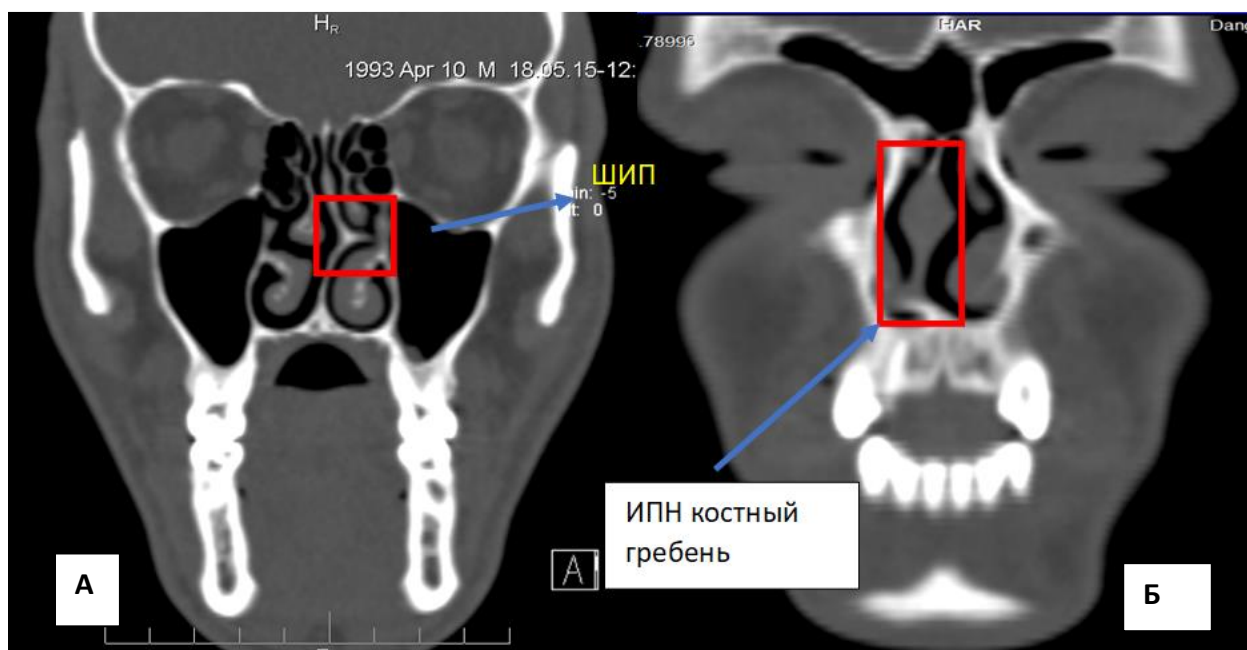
КТ-изображение (21-й коронарный срез): а – определяется КШ слева; б – костный гребень перегородки носа справа
